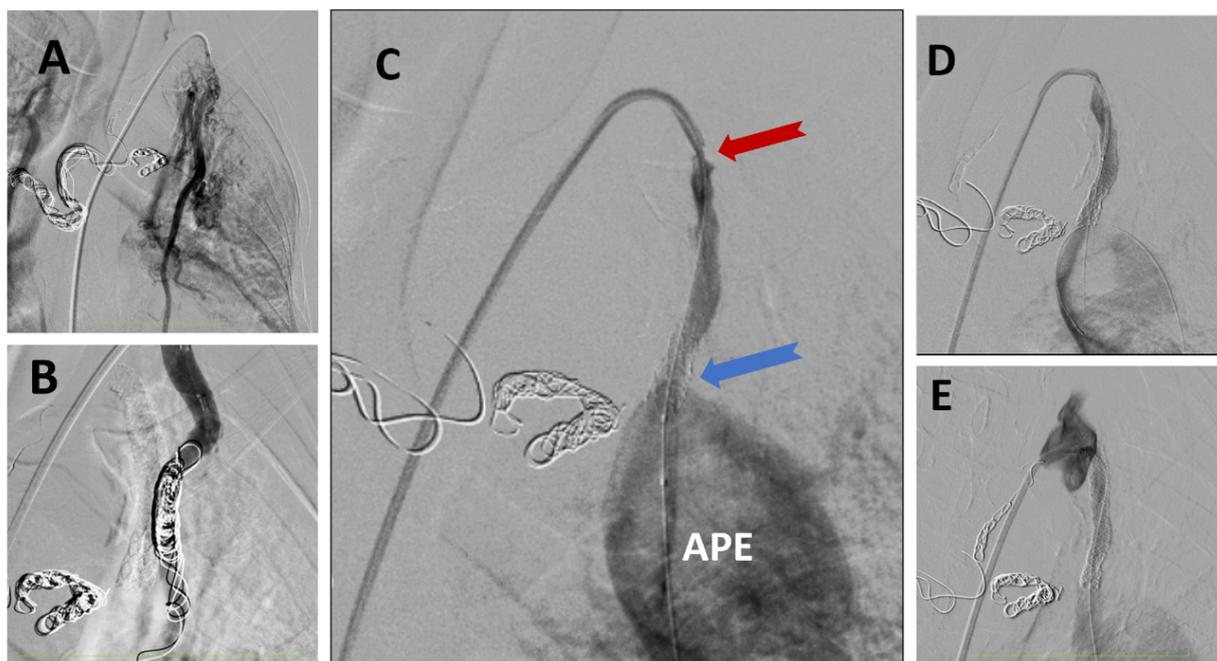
A) Angiografia de ATIE com colaterais com borrimento de parênquima pulmonar B) Pós-occlusão com micromolas. C) Angiografia de BT à esquerda com estenose crítica proximal (seta vermelha) em stent prévio (seta azul). APE– artéria pulmonar esquerda dilatada (40 mm). D) Implante de stent em região distal do BT. E) Angiografia final em artéria subclávia esquerda.
